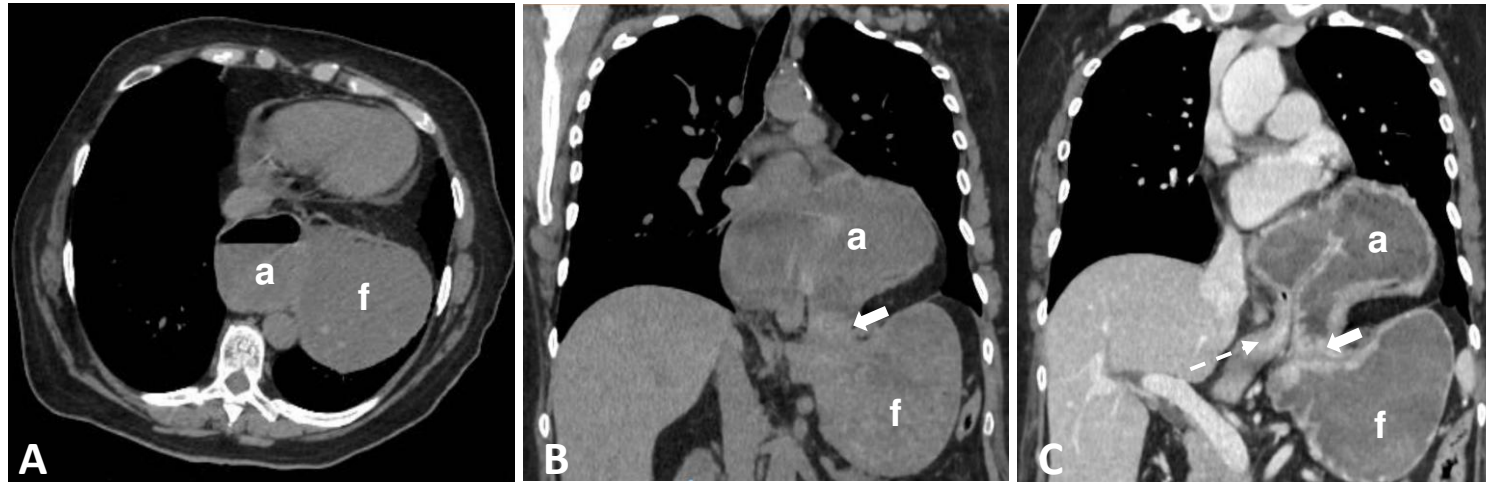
Vólvulo gástrico organoaxial. (A) TC de tórax sin contraste en plano axial en la que se aprecia el antro (a) y fundus (f) en la cavidad torácica. (B) TC de tórax sin contraste en plano coronal en la que se observa el fundus reherniado en la cavidad abdominal a través del hiato esofágico, identificando el cuello herniario (flecha sólida). (C) TC de tórax con contraste intravenoso (iv.) en plano coronal de un vólvulo gástrico visualizando el cuello de la hernia (flecha sólida) y la unión gastroduodenal (flecha discontinua).
